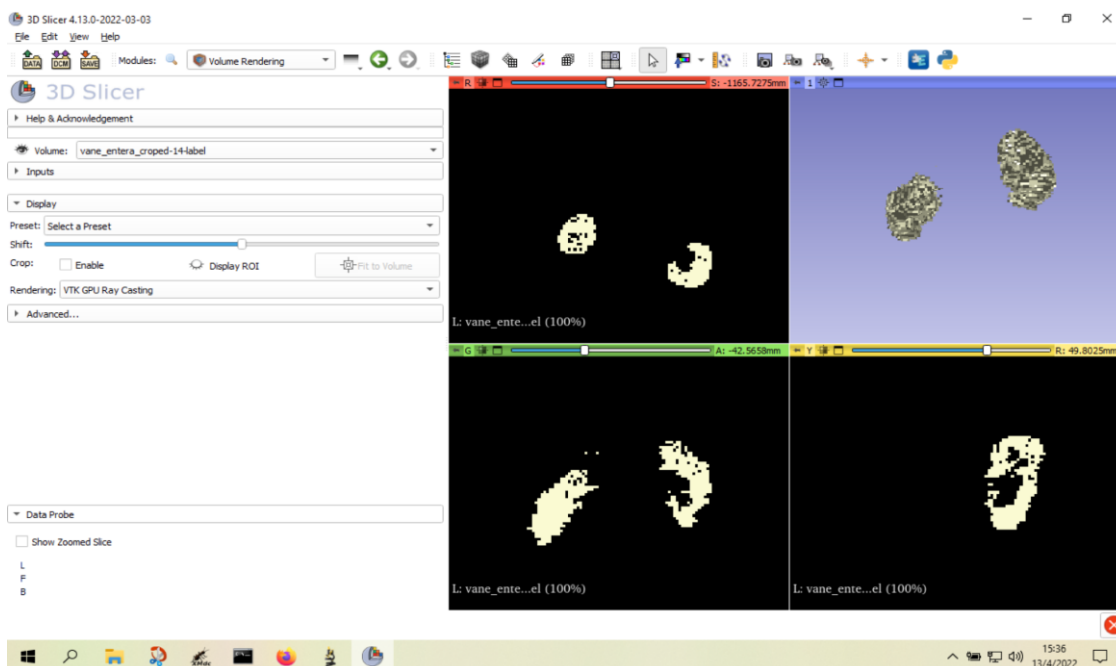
Al acabar de segmentar una estructura, podemos activar el módulo *Volume Rendering* y se verá la vista 3D de ese órgano, que ya no es la TAC sino el nuevo volumen que constituirá el fantoma voxelizado. La vista 3D se puede editar y corregir defectos
